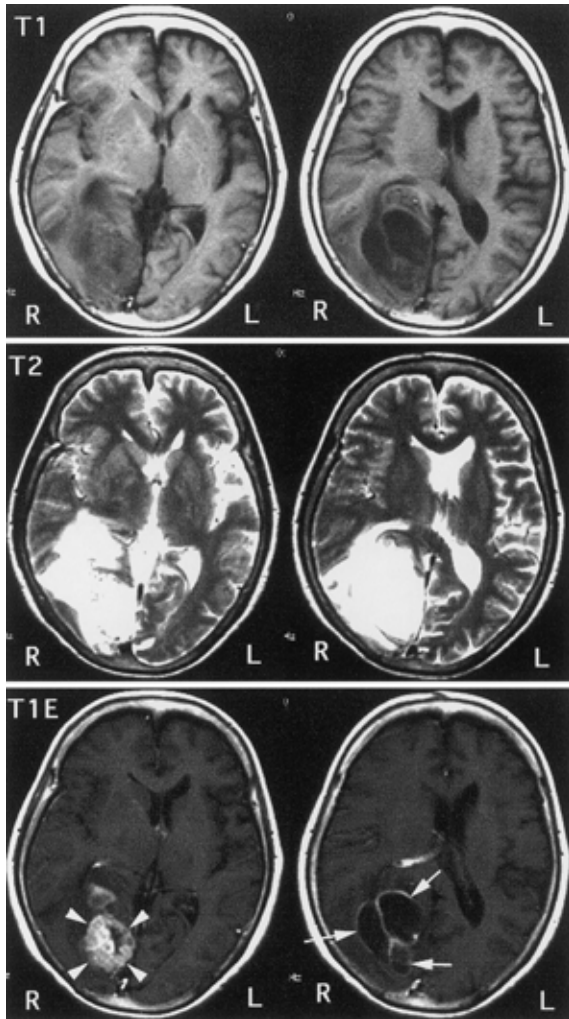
頭部 MRI . 右後頭葉に 3×2×5 cm の T1 で低信号 , T2 で高信号の腫瘍を認める . 実質部分はガドリニウムエンハンスメントを受け( 図下左 , 三角印) , 一部多房性の嚢胞を形成している .
